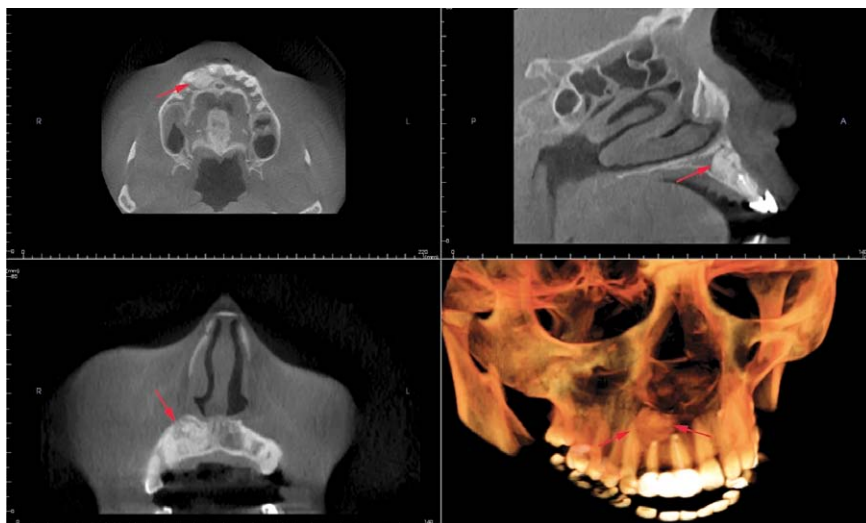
Компьютерная томограмма через 3 месяца после операции. Начало процессов резорбции материала и замещения новообразованной костной тканью (показано стрелками).
